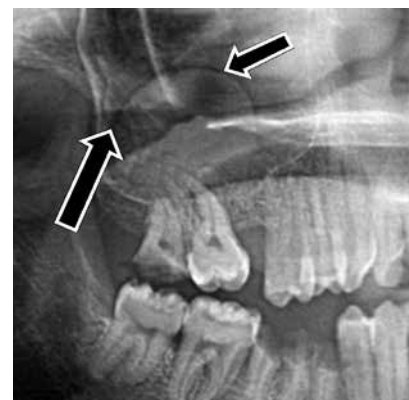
Radiografía que muestra un pseudoquiste de retención mucosa en un paciente de 29 años de la Clínica Odontológica de la Universidad Latina de Costa Rica.
